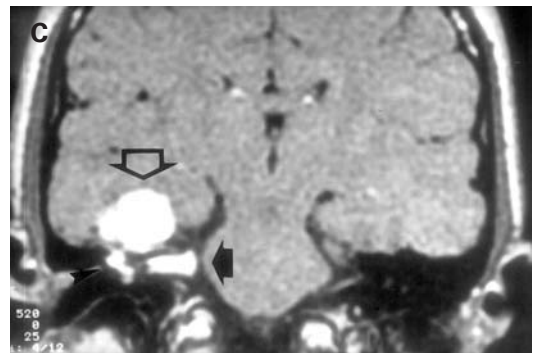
Neurinoma del nervio facial con extensión intracranial. A: TCAR coronal. El tumor ocupa el ático y el mesotímpano superior, entre la cóclea (punta de flecha) y la cadena osicular (dos puntas de flecha), la cual está lateralizada. Falta el tegmen timpani (flecha vacía). B y C: RM T₁ axial y coronal con contraste. El tumor, muy rearmado, ocupa parte de la caja (punta de flecha) y presenta extensión intracranial por dos vías: a la fosa temporal (flecha vacía), a través del tegmen timpani, y a la fosa posterior (flecha llena), a través del CAI.
